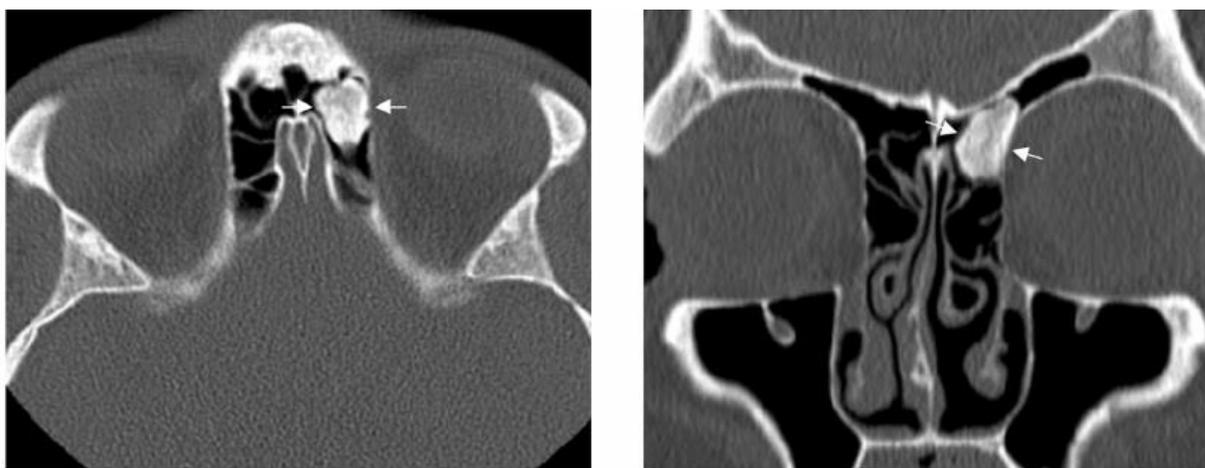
Рентгенографическая картина остеомы лобной пазухи.
